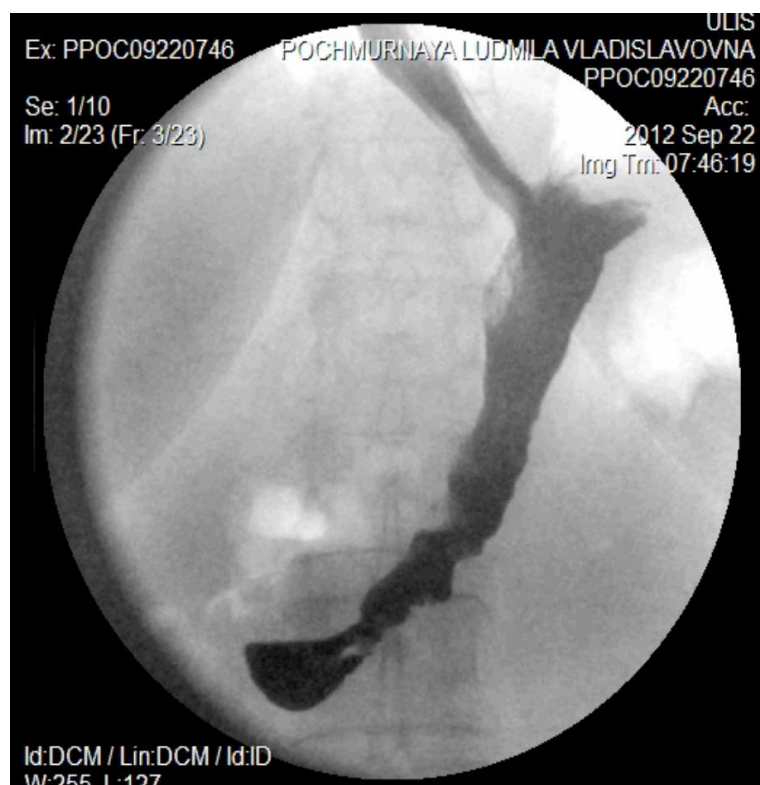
Рентгенографія шлунка після гастроплікації
